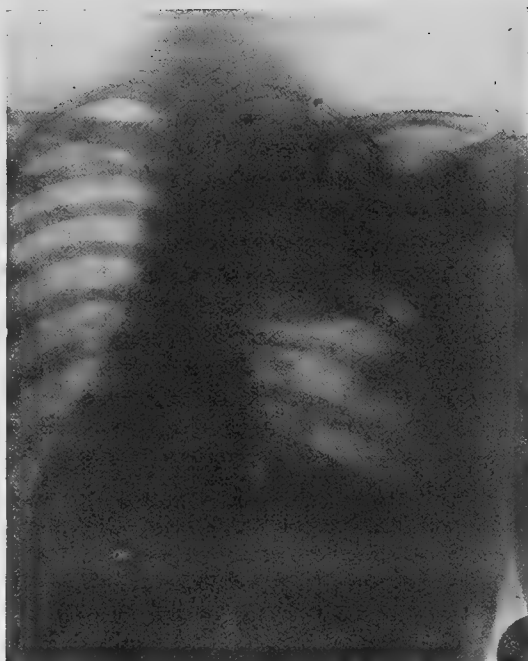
Radiographie de face (Ronneaux).
